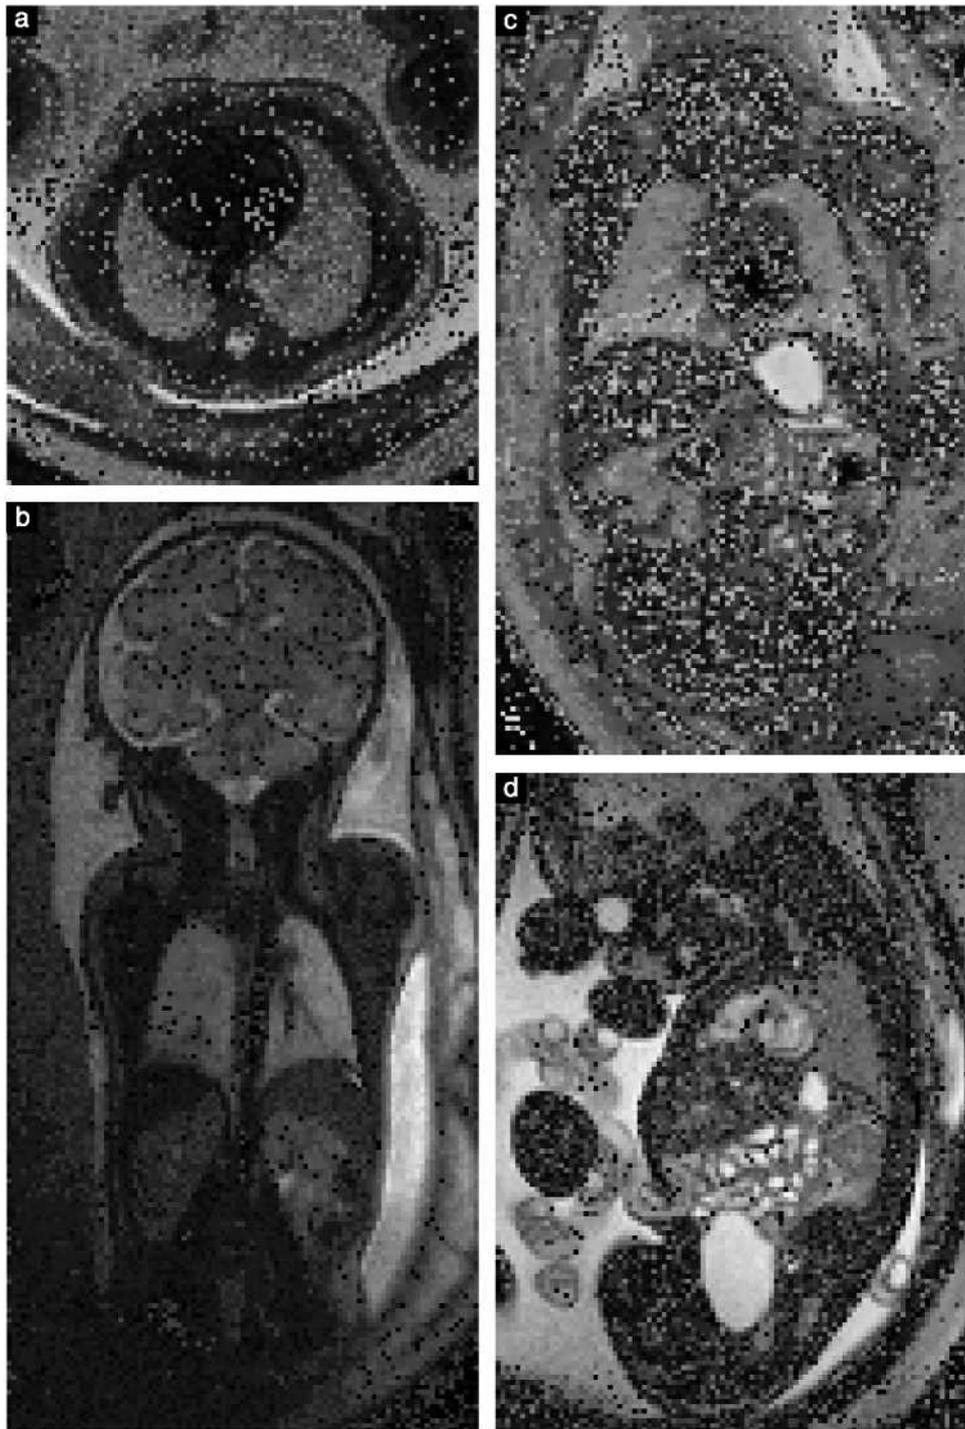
Магнитно-резонансная томография (МРТ) нормальной грудной клетки плода (a,b) и живота (c,d). (a) Аксиальное T2-взвешенное МРТ плода на сроке 34+2 нед, показывающее нормальной формы грудную клетку и легкие с регулярными сигналами, соответствующими сроку гестации. (b) коронарное изображение плода на сроке 35+3 нед, показывающее дополнительно части печени, почек и надпочечников с правой стороны. (c) Коронарное T2-взвешенные МРТ у плода на сроке 32+2 нед, отображающее наполненный жидкостью желудок и петли кишечника; (d) сагиттальное свободное изображение плода в устойчивом состоянии на сроке 35+6 нед, отображающее дополнительно наполненный жидкостью мочевой пузырь. Отметить гиперинтенсивность сердца в (d), в отличие от T2-взвешенных изображений (c).
